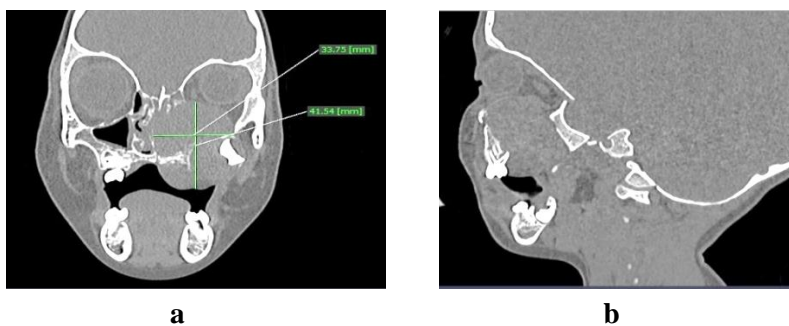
Cazul clinic 2; imagini TC
